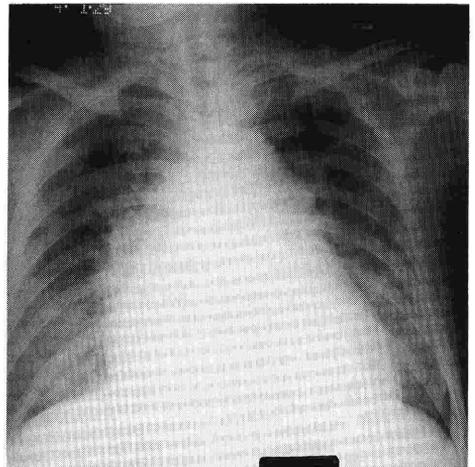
Chest X-ray film at admission before cardiac arrest. This reveals a large cardiac silhouette with cardiothoracic ratio of 67% and somewhat increased pulmonary vascular marking.
